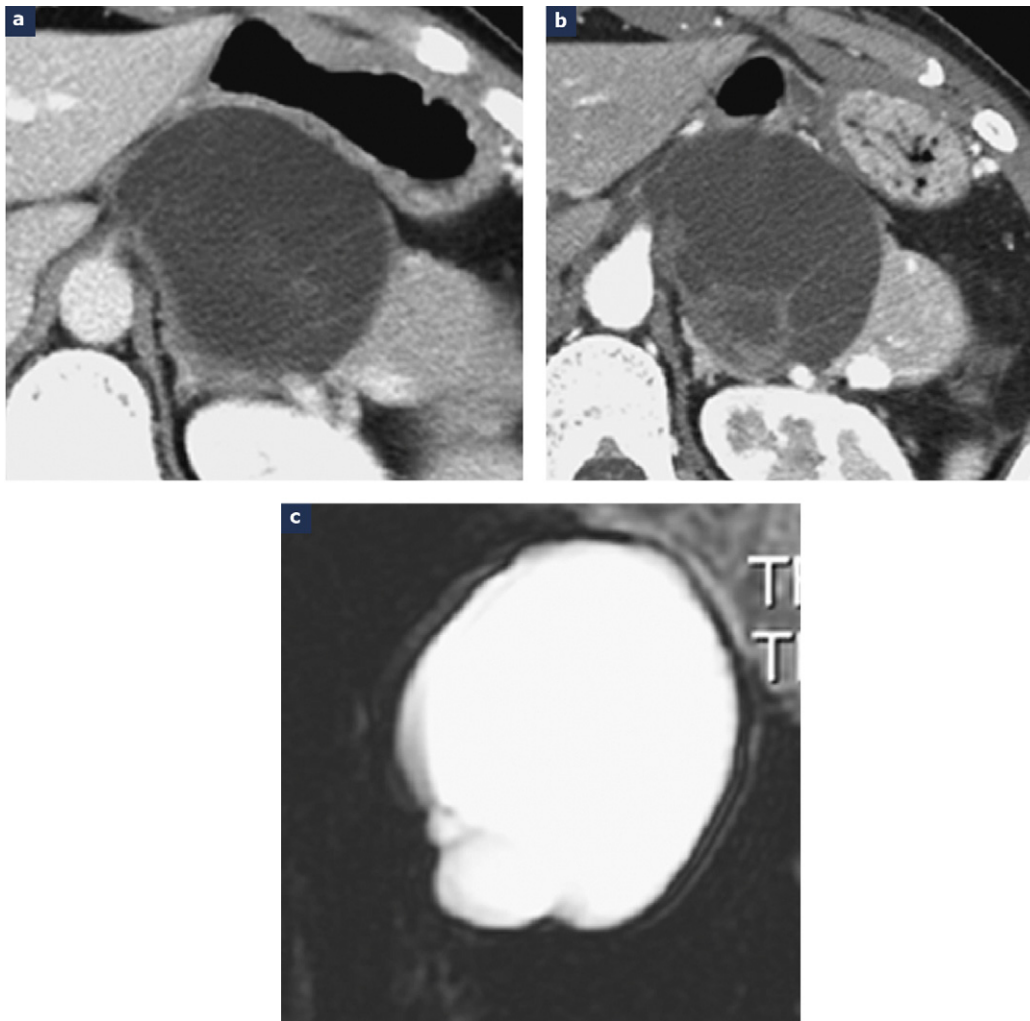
Cystadénome séreux pauci-loculaire : a : volumineuse lésion kystique du pancréas isthmo-corporel ; b : des cloisons d'épaisseur variable ont été nettement vues au scanner ; c : l'IRM en coupe épaisse et pondération T2 maximale montre que l'ensemble de la lésion est de densité homogène et de signal élevé, ce qui n'est pas la présentation habituelle dans les tumeurs mucineuses. L'intervention a confirmé le diagnostic de cystadénome séreux.
